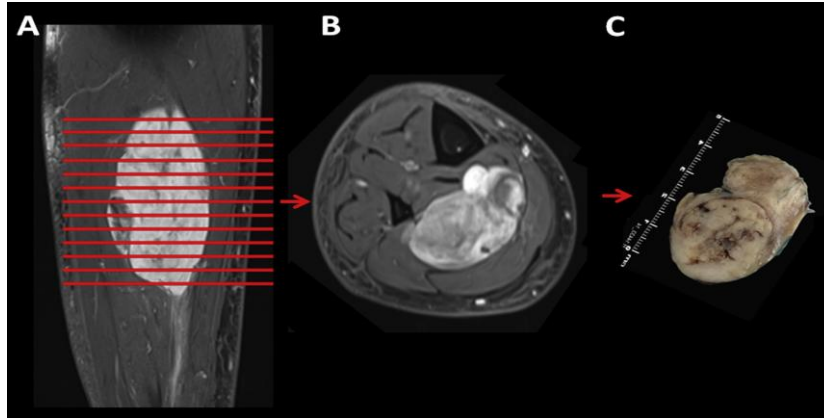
Coupe d'une pièce opératoire. A et B, Images IRM d'un liposarcome myxoïde de la jambe (A, coupe sagittale et B, coupe transversale). Lignes rouges, tranches de 1cm à prélever du spécimen. C, Spécimen correspondant à l'orientation sur l'IRM [117].
